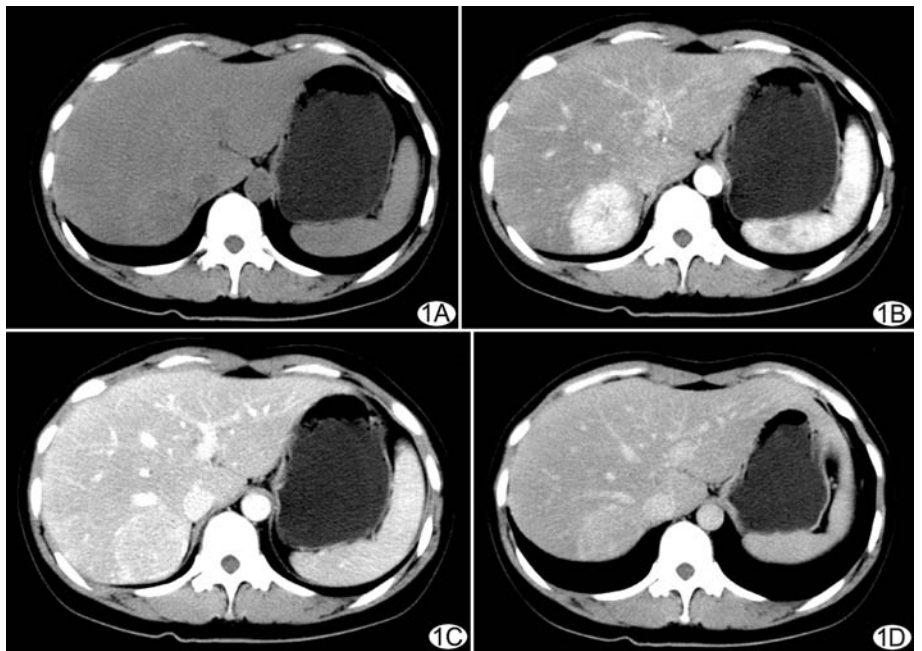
肝腺瘤 CT 图像 患者女,30 岁,右上腹不适,口服避孕药 2 年,B 超发现肝脏肿瘤,肝炎标志物阴性,AFP 未见异常。CT 平扫(A)肝右叶后段可见一类圆形稍低密度影,略凸向肝外缘,密度欠均匀。增强扫描:动脉期(B)病灶呈明显强化,门脉期(C)强化减退,延迟期(D)仍略有强化。门脉期及延迟期均可见强化包膜
